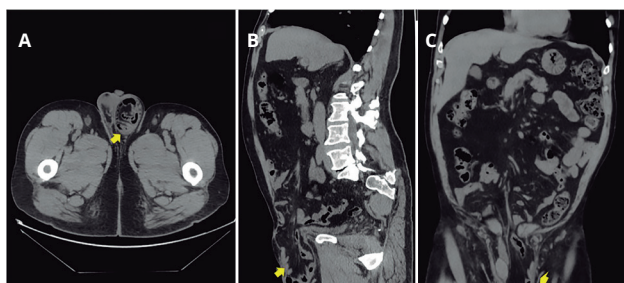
Tomografía computarizada, cortes axial (A), sagital (B) y coronal (C), donde se visualiza eventración de línea media suprapúbica, con asas intestinales en interior de saco herniario que desciende hacia región inguino-escrotal izquierdo, desplazando en canal inguinal hacia fuera.
